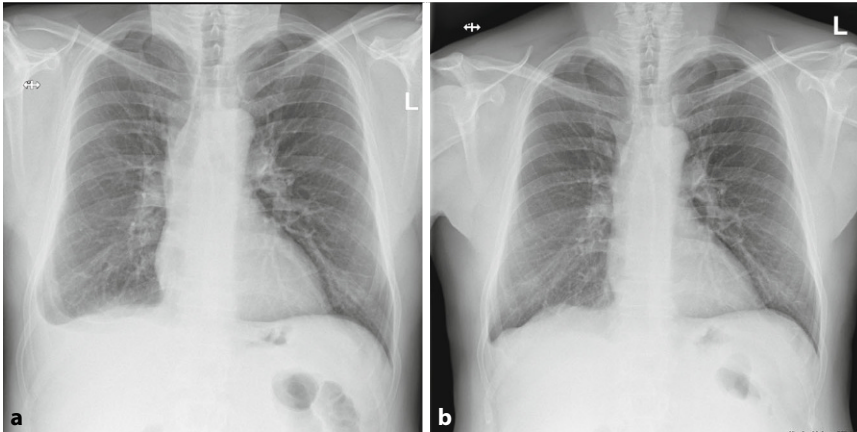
▲ Vergleichende Thoraxröntgenaufnahmen vor (a) und 4 Monate nach (b) Therapie
